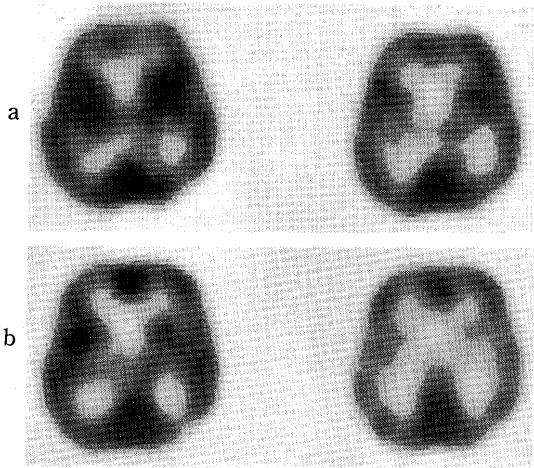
SPECT images with I-123-IMP
